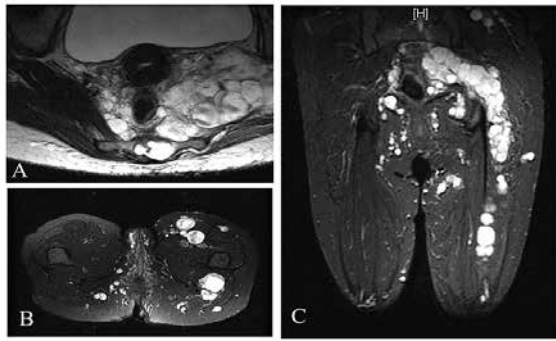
Imagens por ressonância nuclear magnética: A) da coluna lombossacra no plano axial, ponderada em T2 com supressão de gordura; B) da pelve nos planos coronal ponderado STIR e C) da pelve e coxas no plano axial ponderado em T2 com supressão de gordura e coxas.
